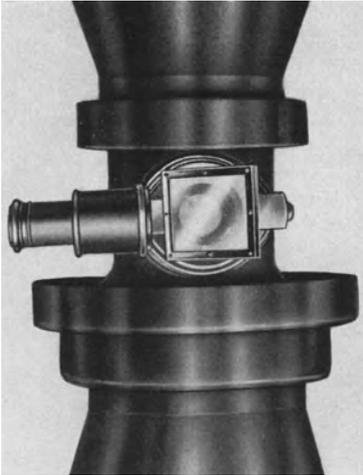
Spiegelvisiereinrichtung nach Korkhaus (an der Röntgenröhre angebracht).
